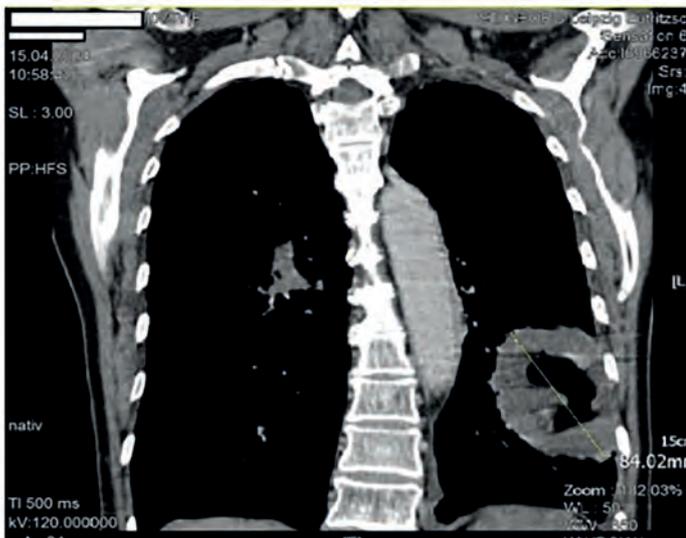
CT-Thorax vom 15. April 2020 (zum Zeitpunkt der Diagnose der GPA)
